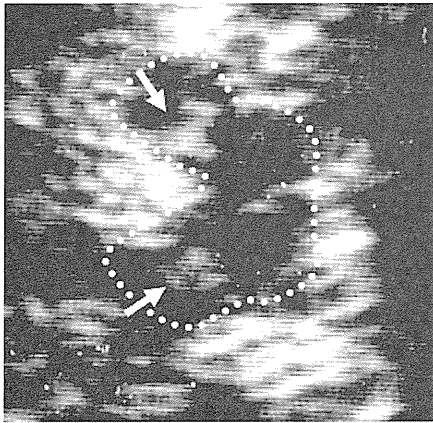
超音波で観察した中脳。蝶形に周囲の脳槽と明瞭に区別されて描出される。矢印は黒質の高輝度変化を示す。
